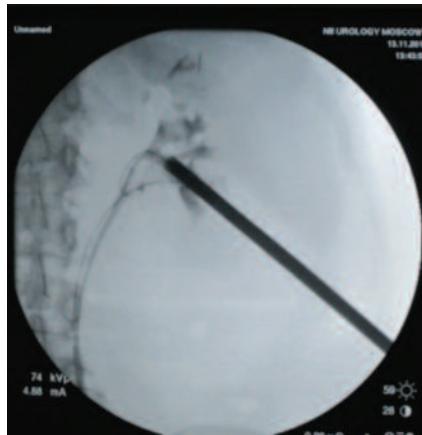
Рентгенологическая картина установленного тубуса инструмента в предварительно контрастированную ЧЛС
